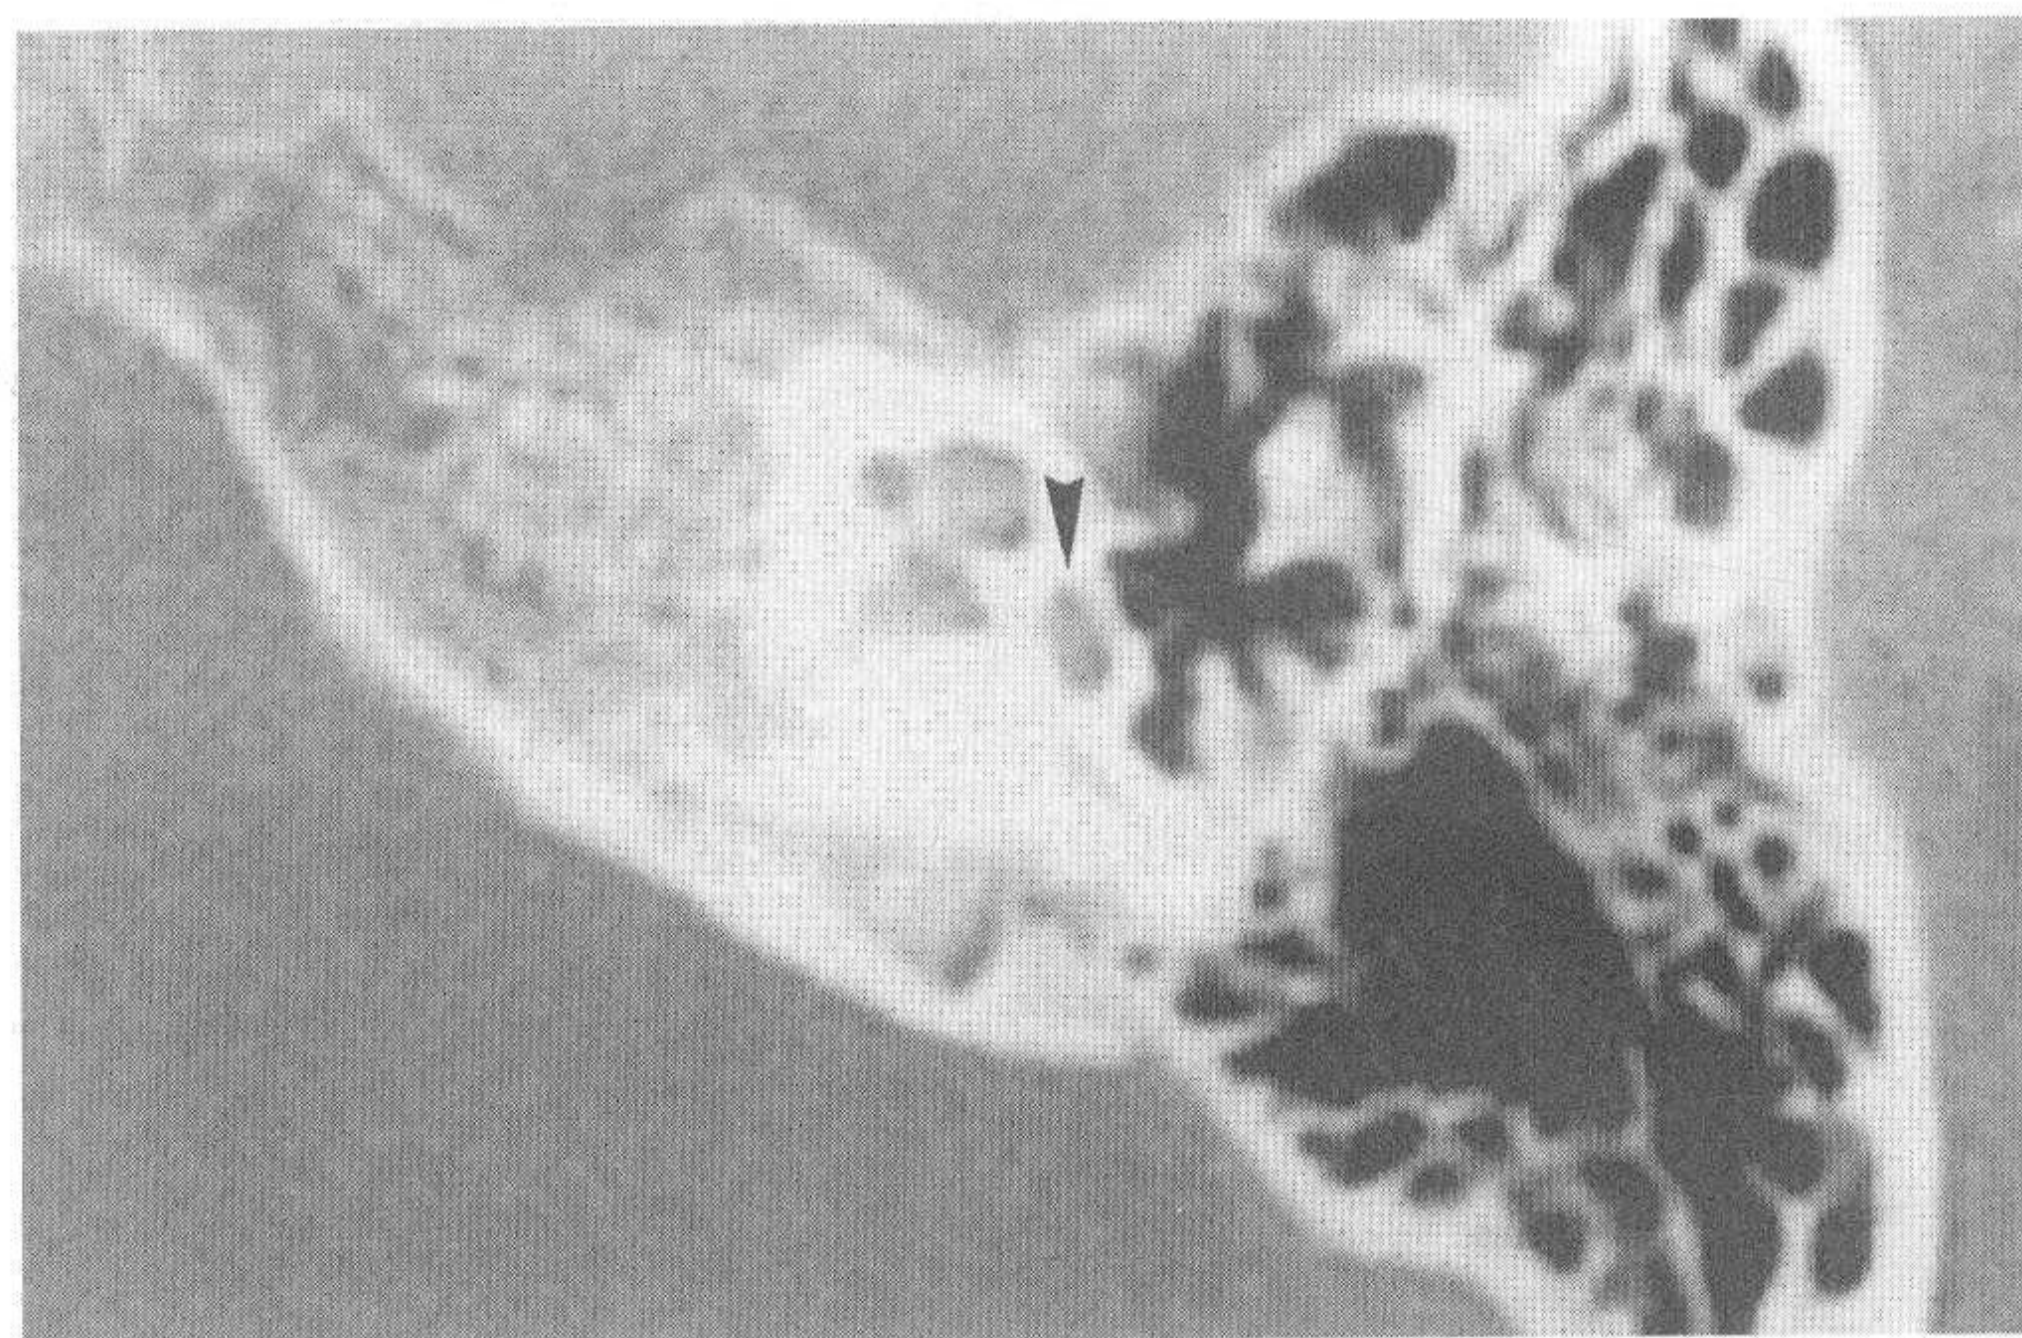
对应正常颞骨CT图像 (小箭头示耳蜗基底转无脱钙)
